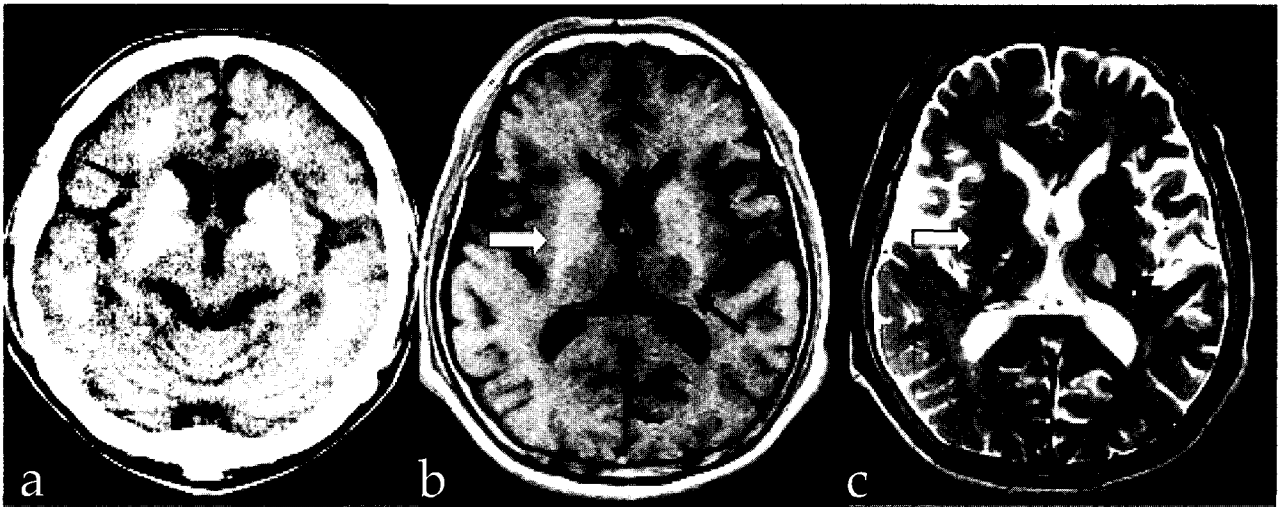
a. CT scan shows bilateral symmetrical calcification in both basal ganglia(black arrow) and white matter. b-c. On MRI, both basal ganglia calcification shows subtle high signal in the T1WI† and T2WI‡ (white arrow), left thalamic infarction shows low signal in the T1WI(black arrow) and high signal in the T2WI(black arrow).
